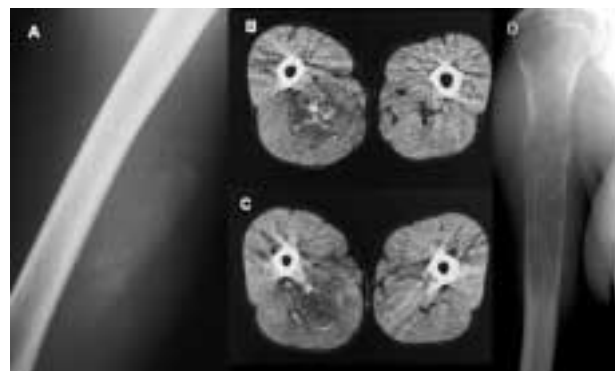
Condrosarcoma mesenquimal extraesquelético en varón de 37 años A) Rx lateral de muslo; B) y C) CT de muslo. Masa de partes blandas con calcificaciones en anillo y puntiformes, situada en el compartimento posterior del muslo, separada del fémur. D) Condrosarcoma mesenquimal humeral en mujer joven de 24 años. Rx simple, AP de húmero. Extensa lesión lítica permeativa, de localización metafiso-diafisaria con fractura patológica.
